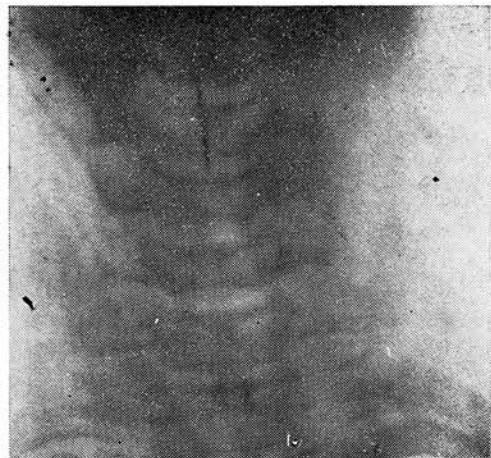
Рентгенограмма фронтальной проекции гортани.
